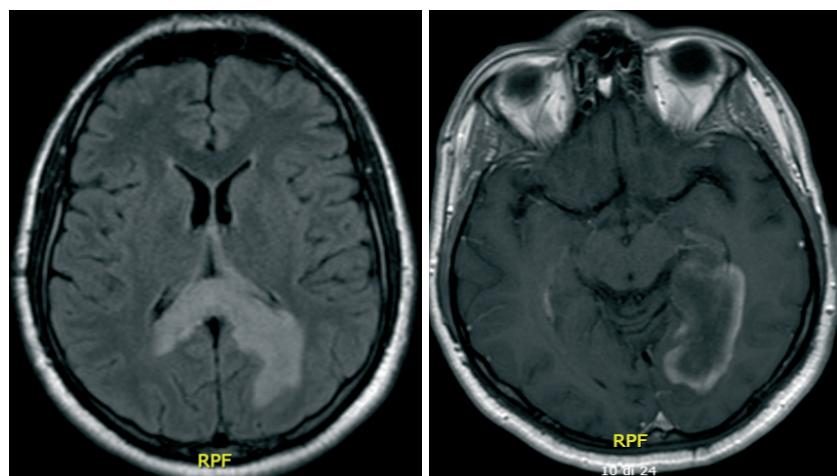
Immagini RM pre-operatorie: lesione intrassiale ipodensa dello splenio del corpo calloso.
